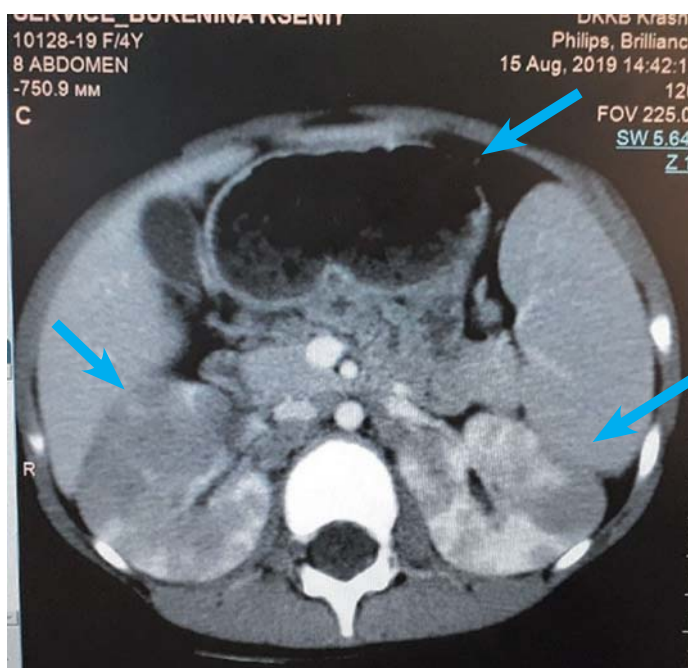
Компьютерная томография, аксиальный срез (стрелками обозначено поражение почек, селезенки).
